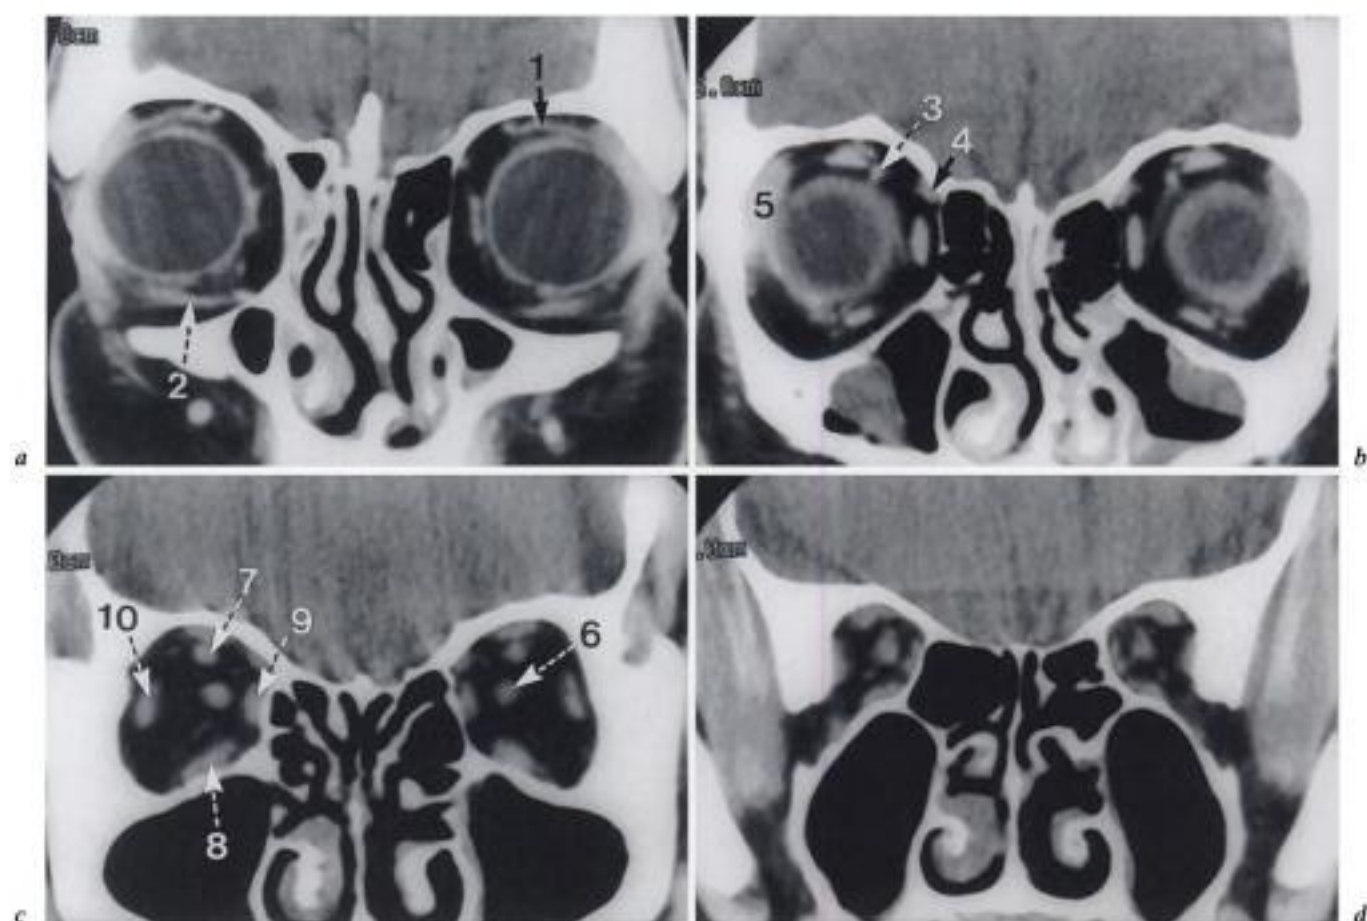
TDM frontale en fenêtre parties molles d'avant en arrière (a → d).
